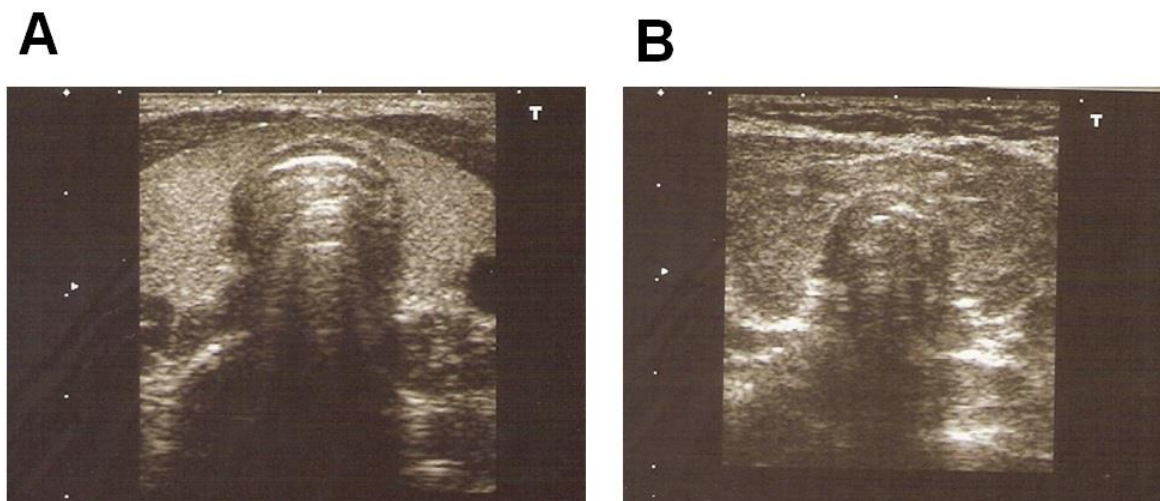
Ultrasound images obtained from children (N= 54) with (A) homogenous echogenicity (normal thyroid) and (B) thyroid with non-homogenous echogenicity
